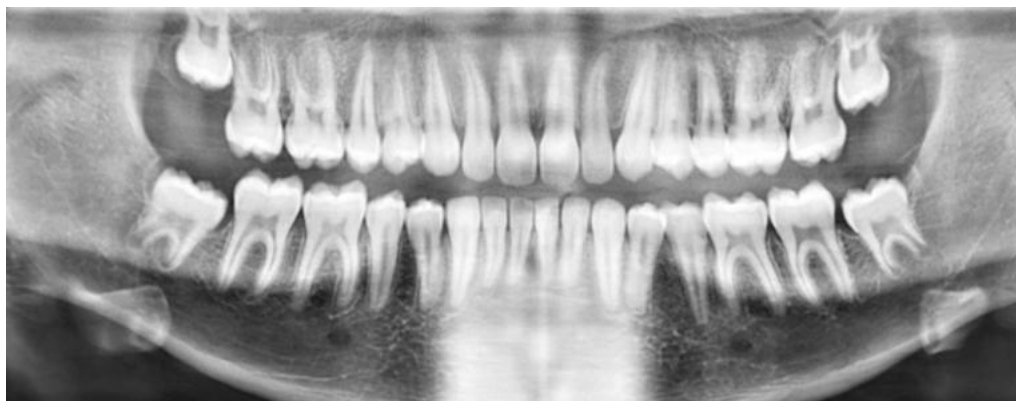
Radiographie panoramique du patient (Courtoisie du Docteur Pertseva)
